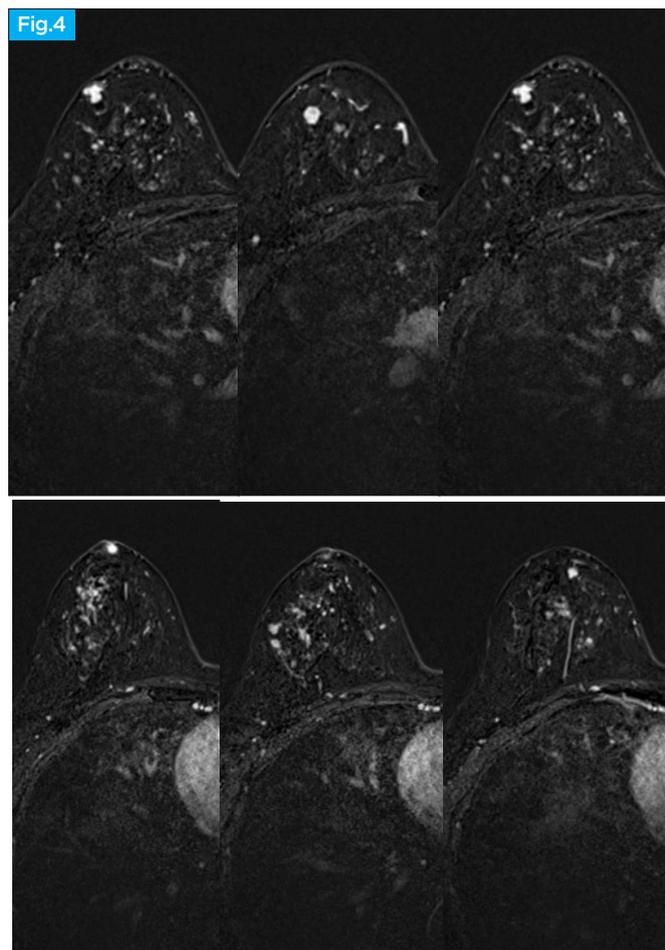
Resonancia Magnética. Mama derecha, estudio dinámico con contraste que evidencia múltiples nódulos sólidos, de localización central y periférica con captación patológica por el contraste (gadolinio).
